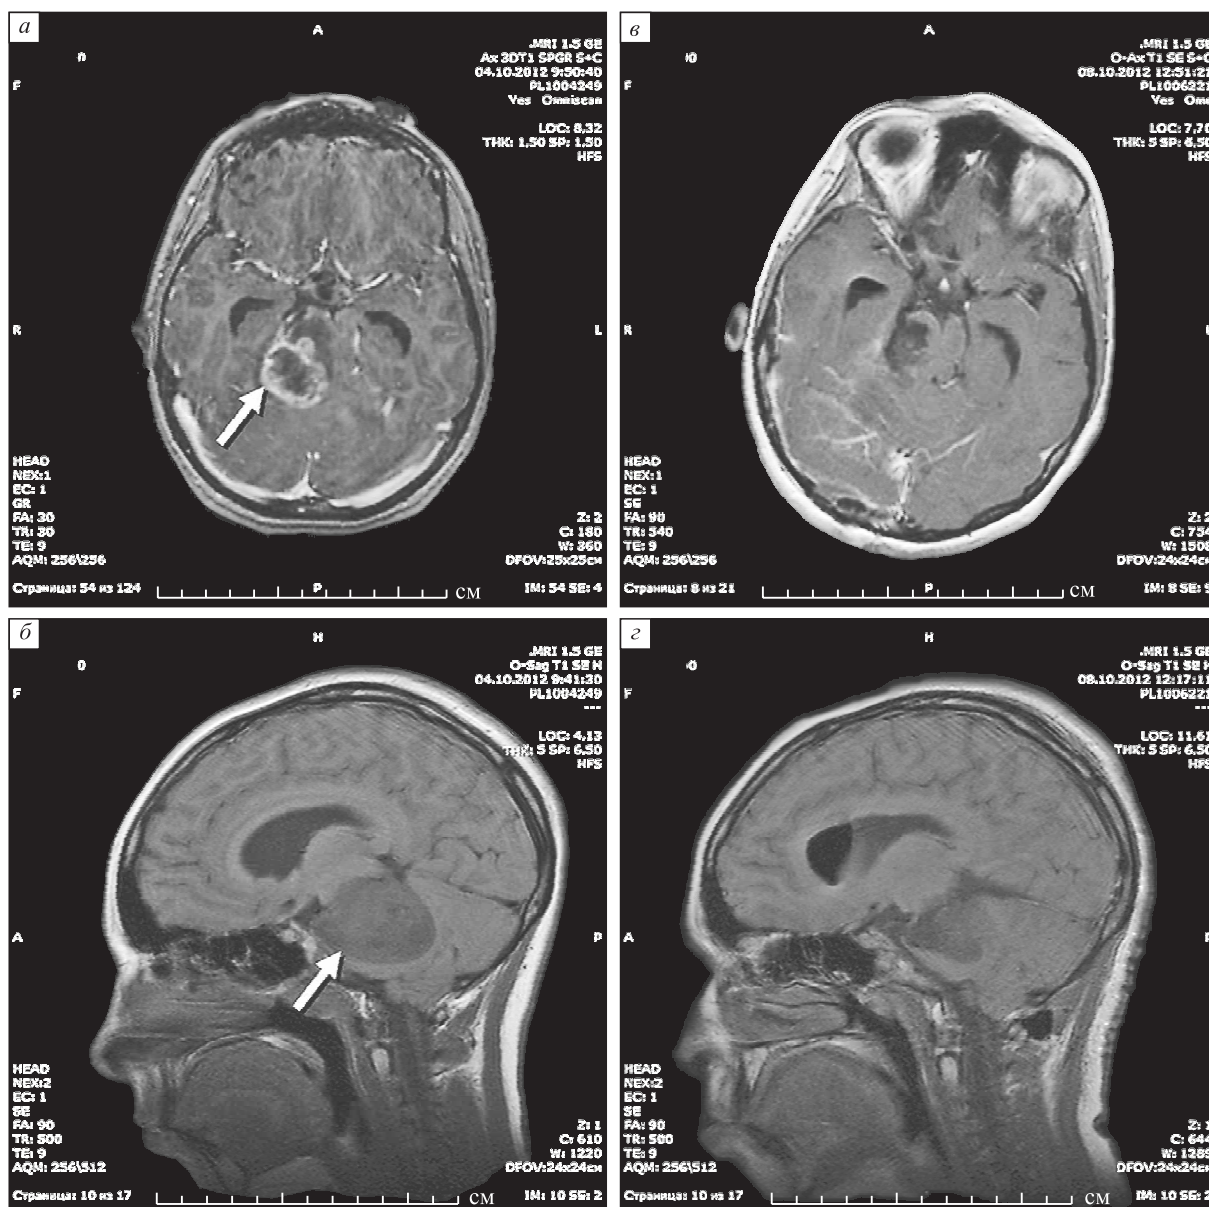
а, б – МРТ до операции: объемное образование варолиева моста справа (отмечено стрелкой); в, г – МРТ после операции
